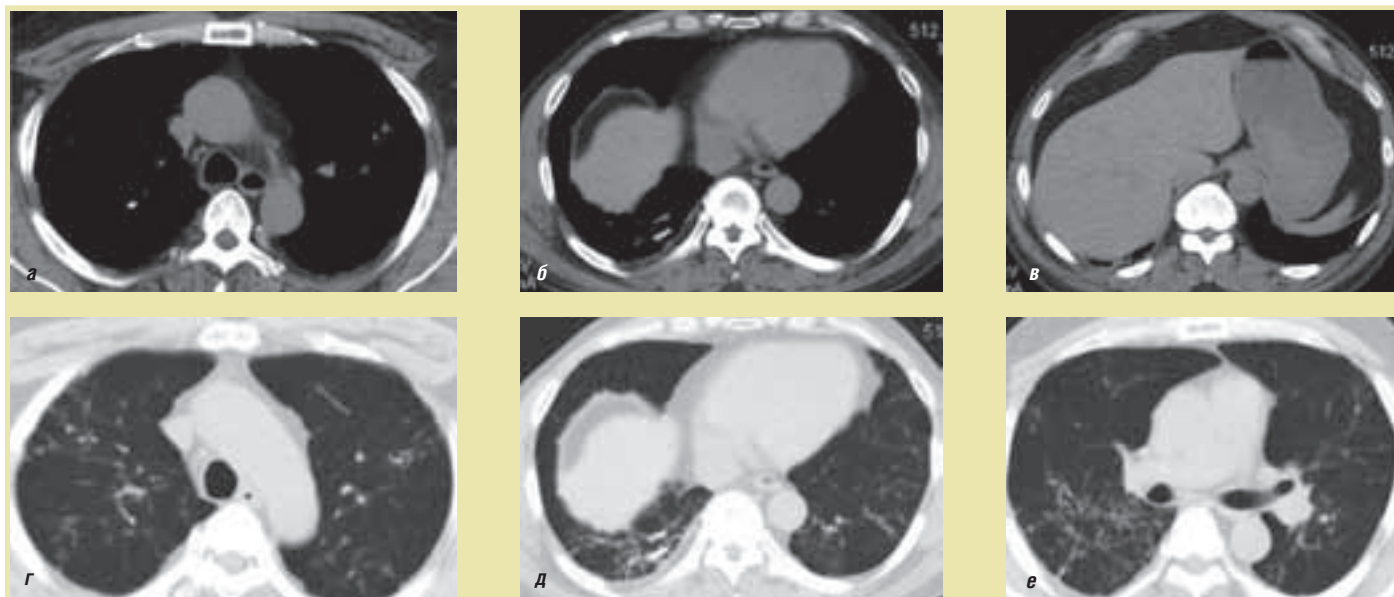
На компьютерных томограммах в легочной ткани определяются обызвествленные участки «ветвящейся формы» (а, б, г, д), «сотовое легкое» (е), массивные правосторонние плевродиафрагмальные спайки (в)
